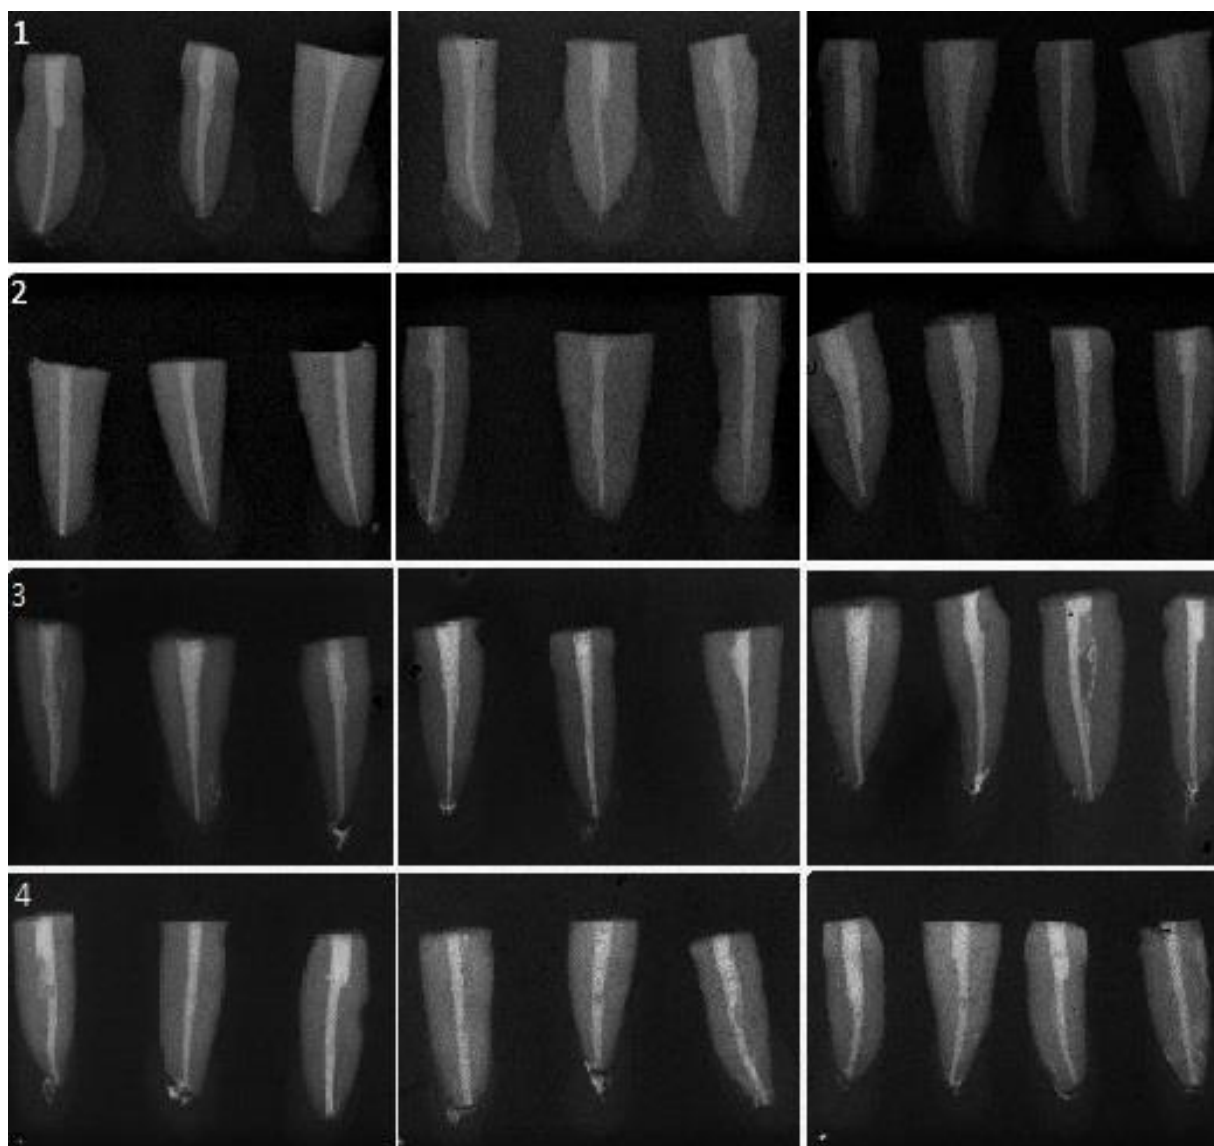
Radiografias finais dos grupos. 1: Grupo da Condensação Lateral; 2: Grupo do Cone Único; 3: Grupo da Técnica Híbrida de Tagger; 4: Grupo obturado pela Técnica da Onda Contínua.
